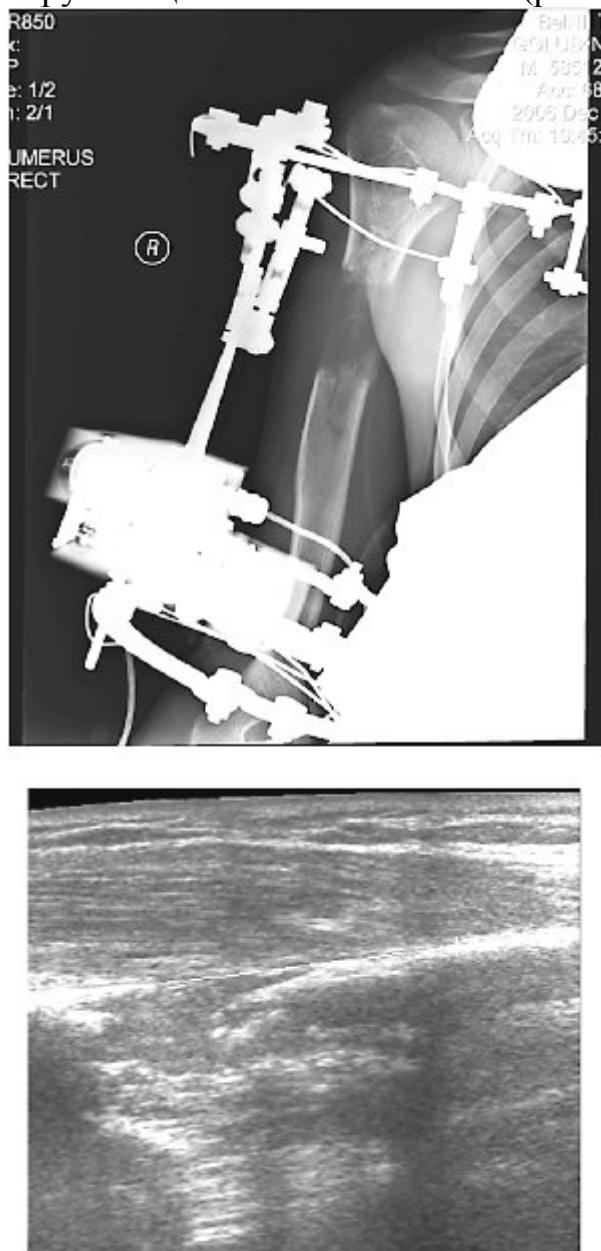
Больной Г., 19 лет. Рентгенограмма и эхограмма регенерата. 7 недель дистракции.
